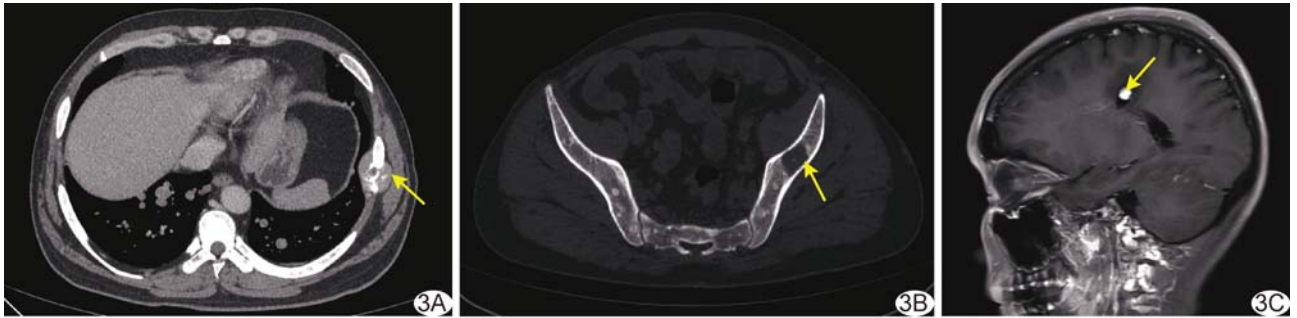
患者女,30岁,左小腿 ASPS 伴肺、骨及脑转移 A. 胸部轴位增强 CT 图示双肺多发转移灶,边界清,左侧第7肋骨转移伴软组织肿块形成(箭),内见增粗血管; B. 骨窗 CT 图示左侧髂骨溶骨性破坏,周围硬化缘形成(箭); C. 颅脑矢状位 MR 增强 T1WI 示左顶叶转移瘤,增强后瘤体明显强化(箭),边缘见迂曲小血管,周围水肿明显
